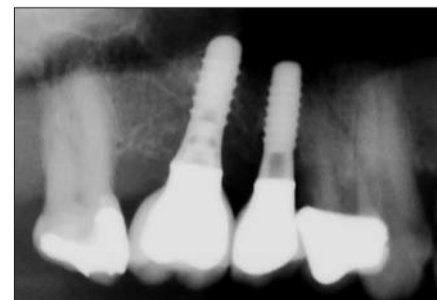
Röntgenkontrolle nach sechs Monaten post OP mit knöchern regeneriertem Defekt.
